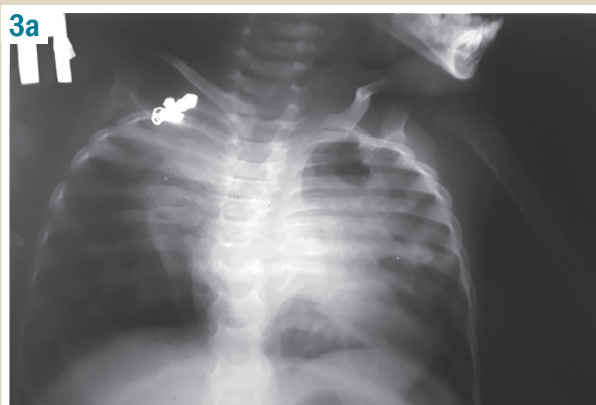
Рентгенологічне обстеження легень через 2 місяці лікування: а – оглядова рентгенограма; б – томограма: на всіх легеневих полях, більше зліва, вогнищево-фокусна інфільтрація з деструкцією до 0,8 × 0,5 см у S6 лівої легені, корені розширені, неструктурні внаслідок гіперплазованих внутрішньогрудних лімфатичних вузлів.
